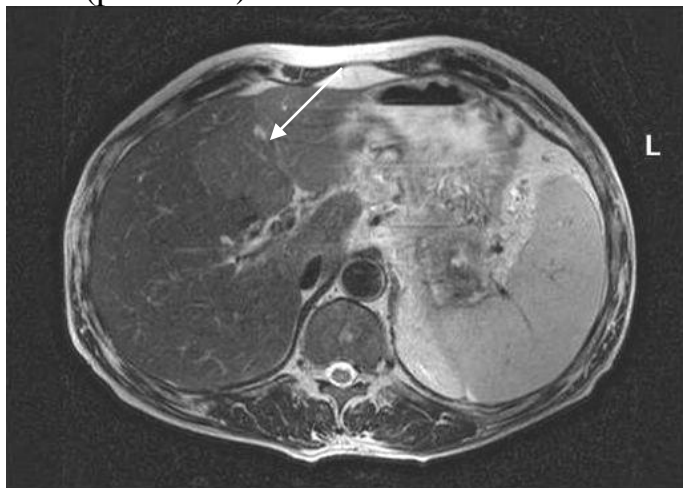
Острый гепатит. МРТ печени. T2 ВИ. В ткани печени определяется участок воспаления с более интенсивным сигналом (стрелка)
